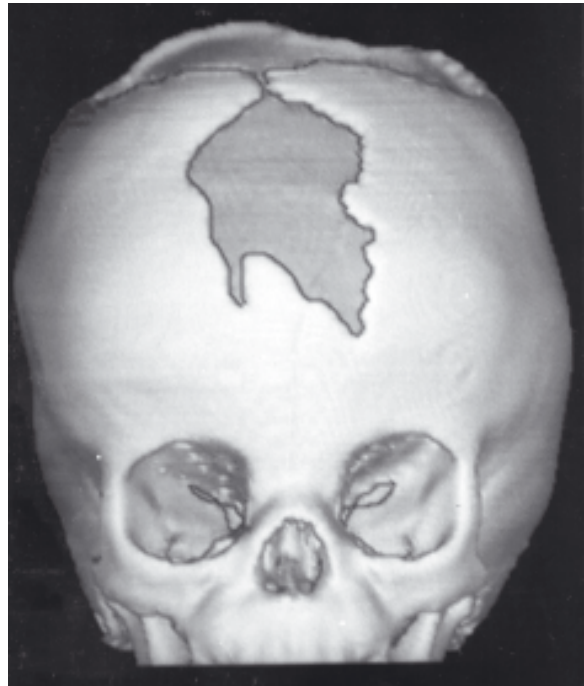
Tomografia helicoidal do crânio com reconstrução óssea evidenciando malformação óssea frontal e parietal, bilateralmente.
